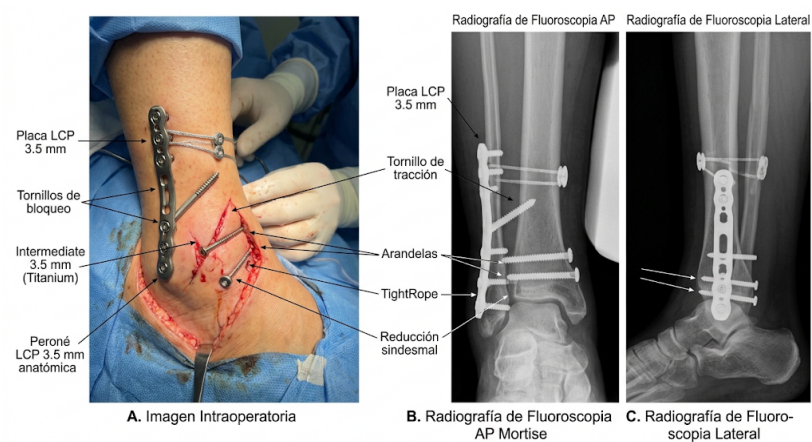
Imagen intraoperatoria y radiografía de fluoroscopia AP/Lateral correspondientes, mostrando una síntesis bimalleolar final. El peroné lateral tiene implantada una placa anatómica LCP de 3.5 mm fijada al menos con tres tornillos distales y tres proximales, con un tornillo de tracción visible intermedio a la placa. El maléolo medial exhibe dos tornillos parcialmente roscados con arandelas de compresión insertados de manera paralela a través del trazo de fractura transversa. Se evidencia un clip de sutura TightRope reduciendo anatómicamente el espacio tibioperoneo.
